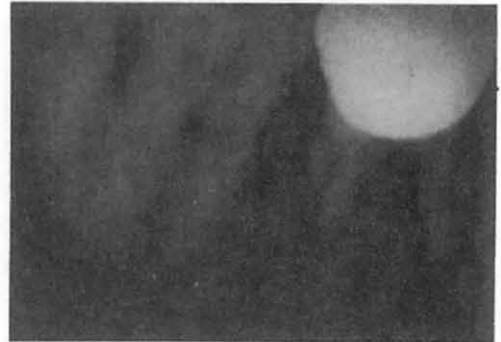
H.3.10. X-ray (ope直前) EPP. 6mm
